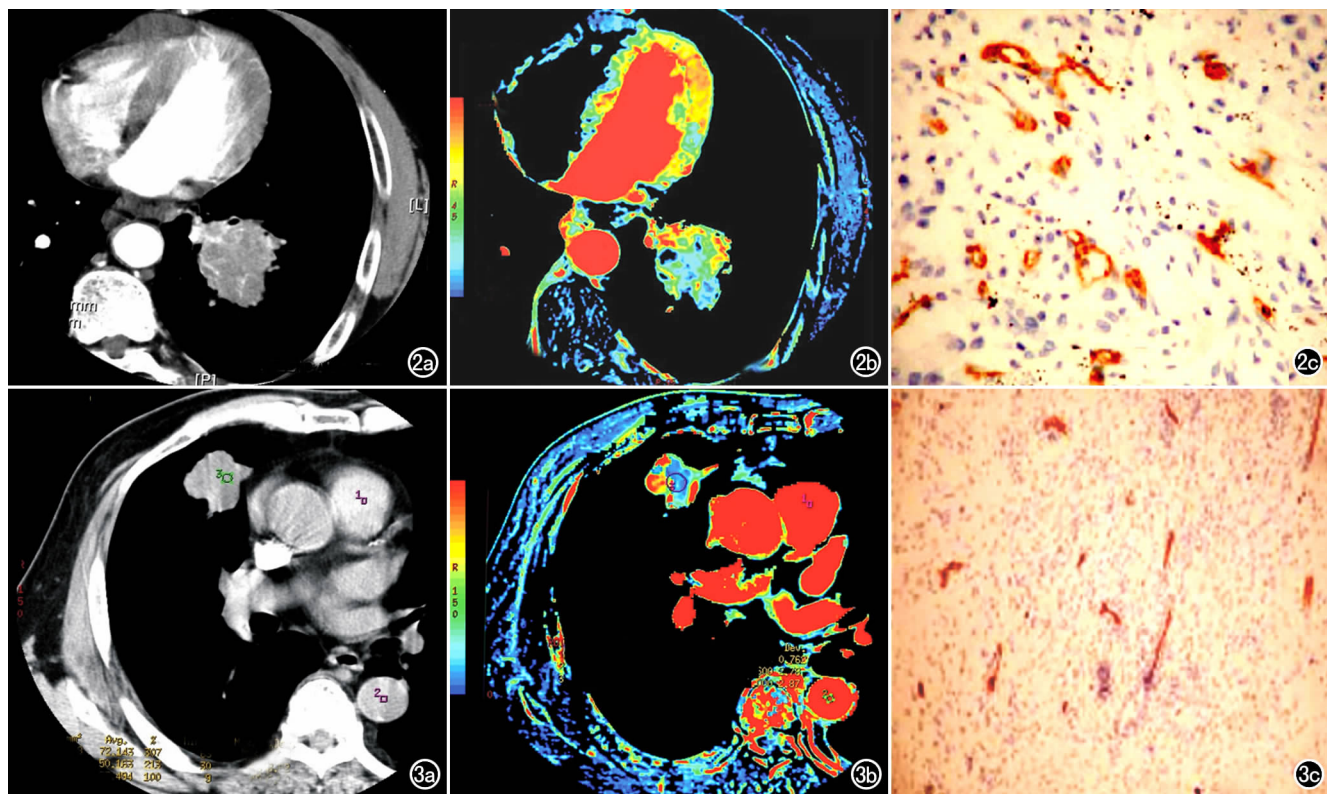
左下肺鳞癌。a) 原始 CT 灌注图像示肿瘤有轻度不均匀强化; b) BV 图示肿瘤血供较丰富, BV 值中等(黄绿色); c) 免疫组化染色示病灶内较多微血管, 管腔较细小($\times 200$)。图 3 右肺炎性假瘤。a) 原始 CT 灌注图像示病变无明显强化; b) BV 图示肿瘤血供较少, BV 值较低(蓝色); c) 免疫组化染色示病灶内少量微血管, 管腔细小($\times 200$)。
